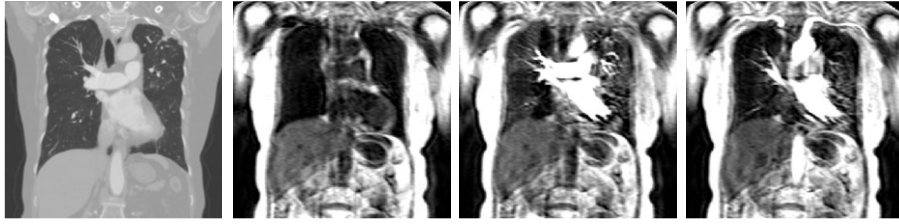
CT の Coronal 断像(左)と造影 MRI 複数フレーム
